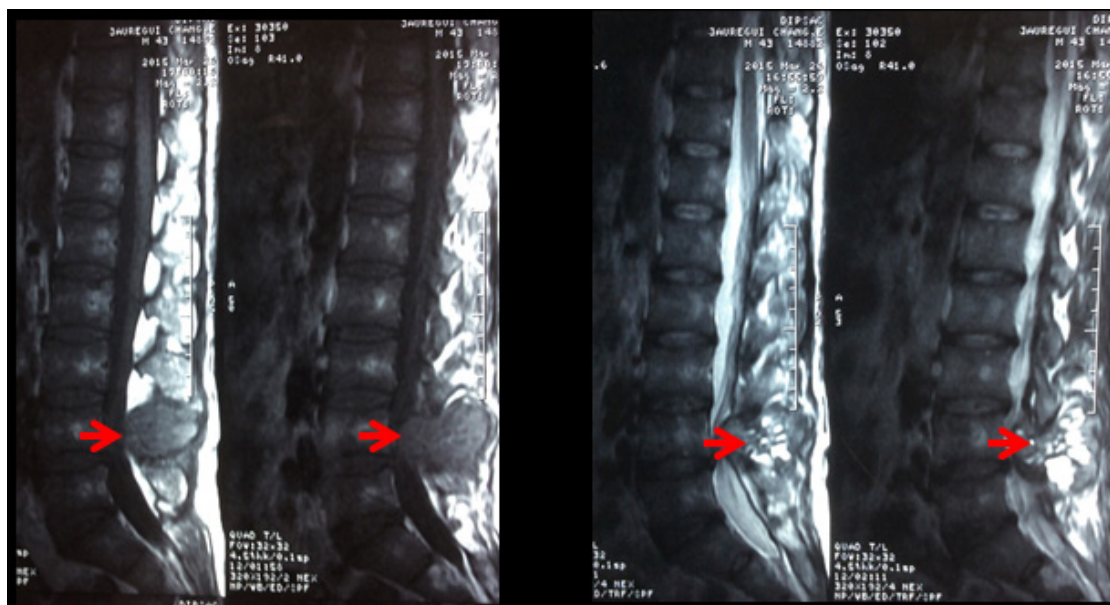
Resonancia magnética de columna lumbosacra, muestra lesión estenosante a nivel L4-L5.
